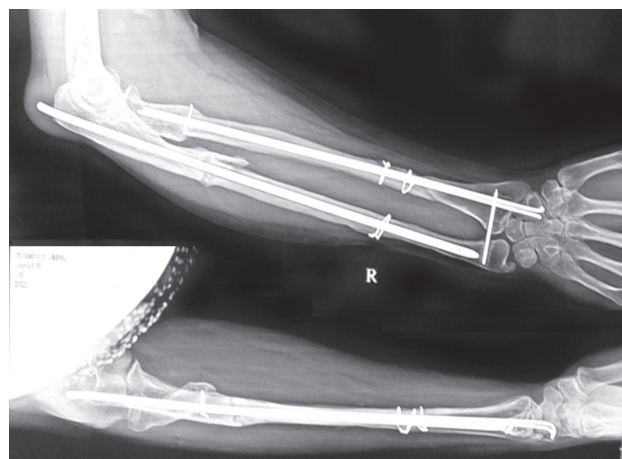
Рентгенограммы правого предплечья пациентки после интрамедуллярного остеосинтеза
